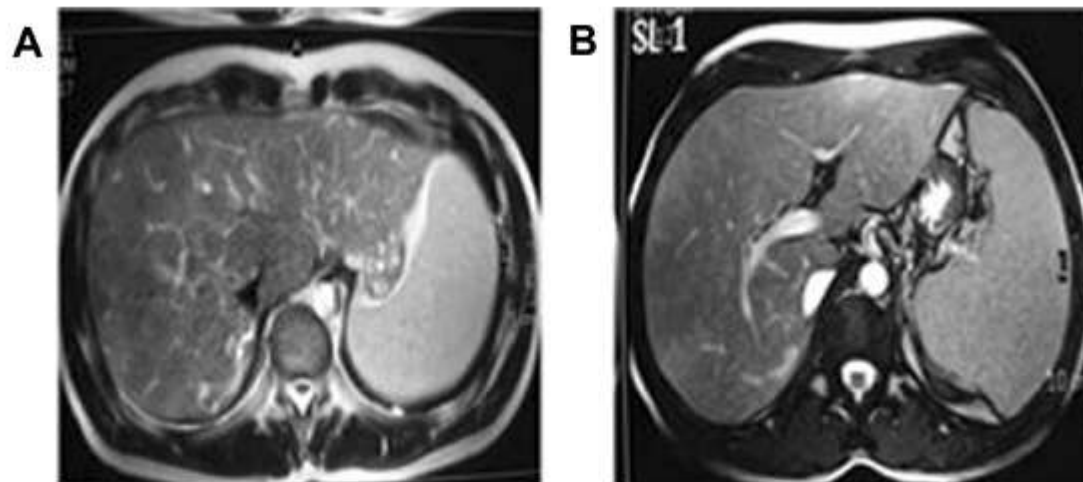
MRI evidence of BCS. (A) T_2 -weighted MRI. Hepatic veins are not identified. Notice presence of comma-shaped intrahepatic collateral vessels. (B) Image obtained caudal to (A) shows a normal appearing portal vein.
